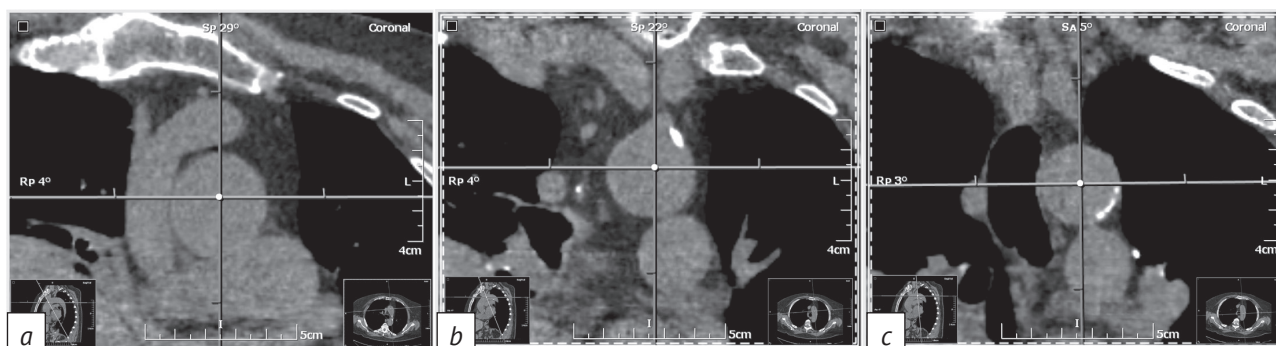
Пациентка 65 лет (2-я возрастная группа). Изменения дуги аорты (фрагменты компьютерной томограммы – реконструированные изображения поперечного сечения дуги аорты):
